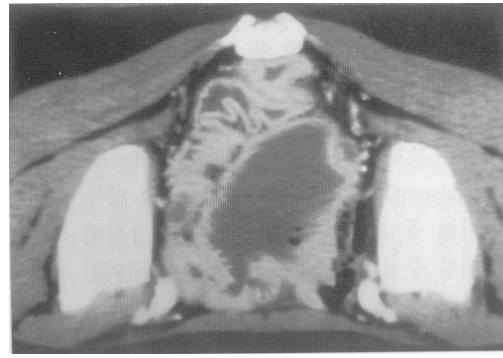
CT scan at the level of lower abdomen shows the short stenotic segment with surrounding mass in the distal jejunum, and prestenotic bowel dilatation.
